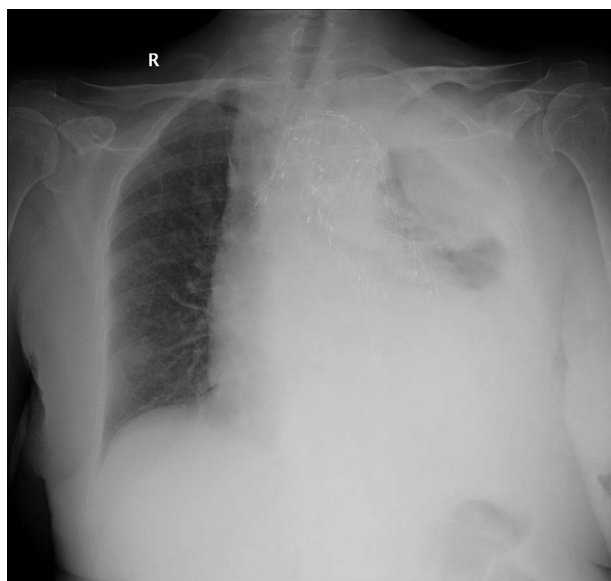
Obraz z rekonstrukcji badania angio-TK z 30.10.2018 r.
